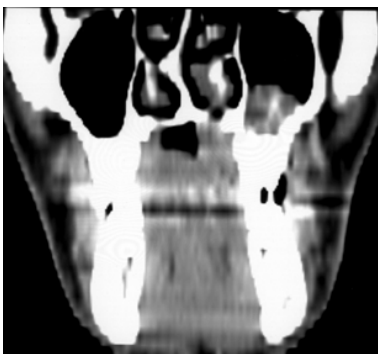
Tomografia computadorizada (corte coronal), evidenciando acometimento do seio maxilar esquerdo.
